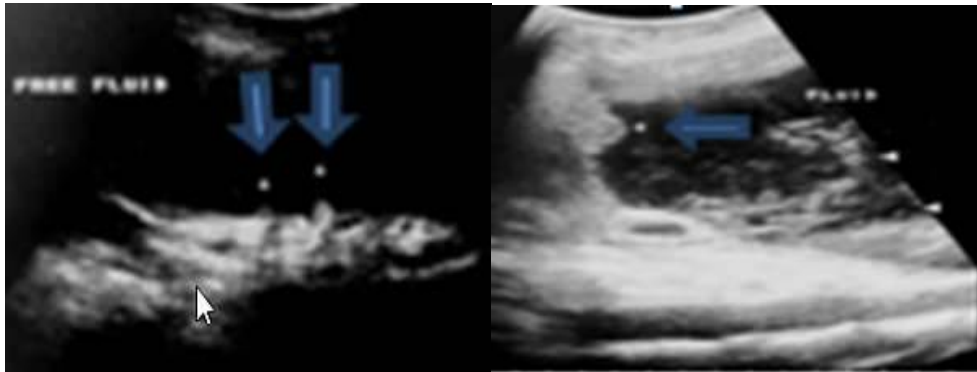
USG abdomen yang menunjukkan penebalan mesenterium dan asites
